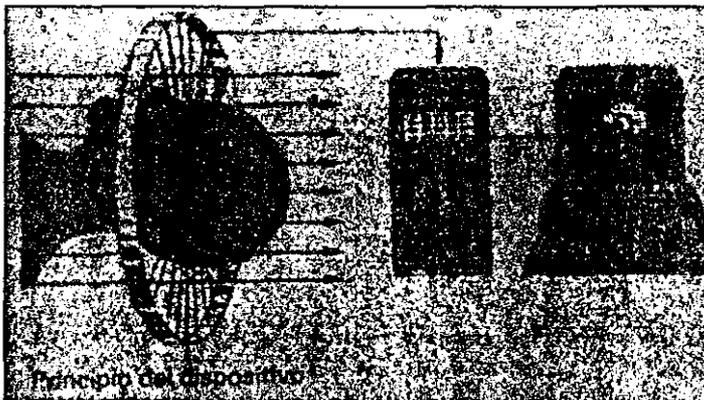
Ciclo de la resonancia magnética para producir una imagen.
